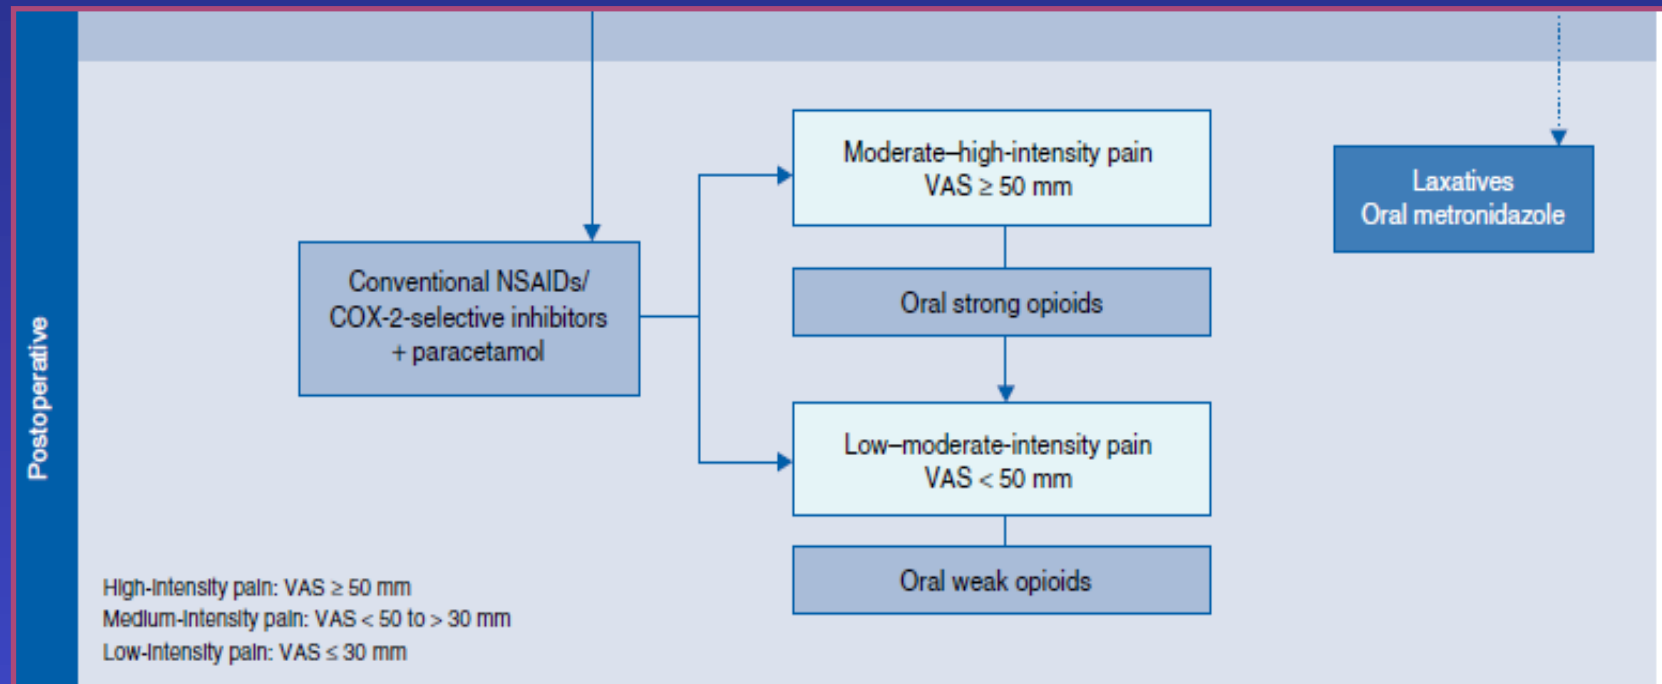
Overall PROSPECT recommendations for pain management after haemorrhoidal surgery. LA, local anaesthetic; NSAID, non-steroidal anti-inflammatory drug; COX, cyclo-oxygenase; VAS, visual analogue scale
